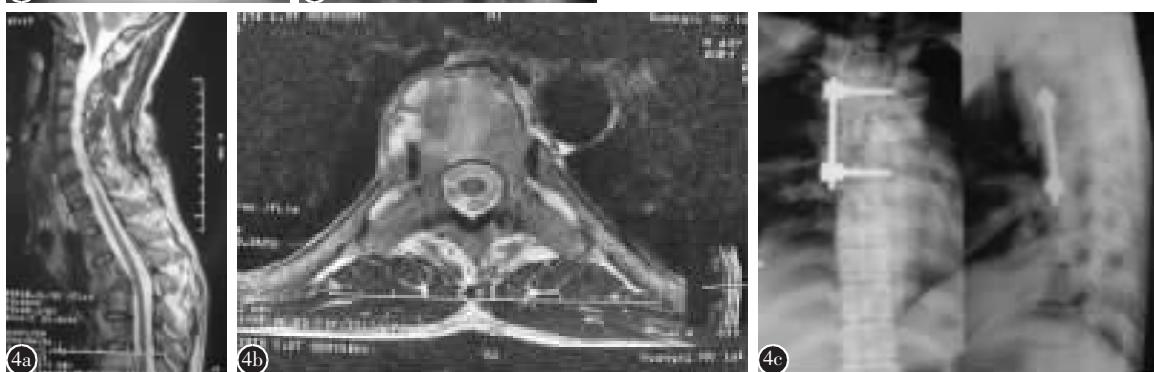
B 组患者,男,40岁 a,b 术前 MRI 检查显示 T3~T5 椎体异常信号,椎体塌陷,椎间盘破坏,椎旁脓肿 c 术后正侧位 X 线片示内固定物位置良好,椎体高度恢复
